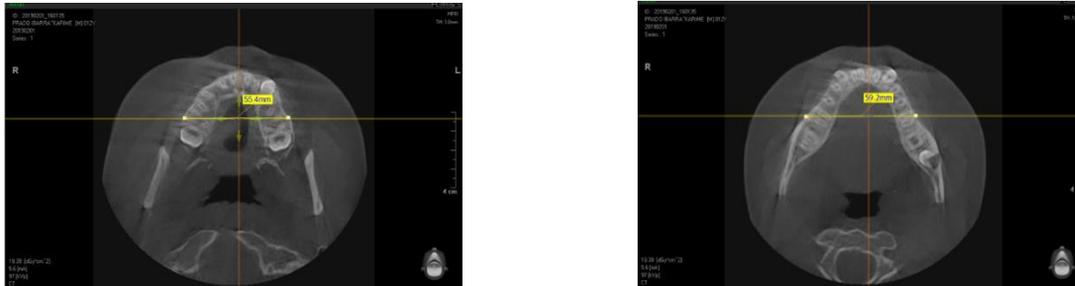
y 6 Medida trasversal maxilar y mandibular en cortes axiales para realizar el análisis de Pensilvania con estas dos medidas es posible comparar la medida maxilar contra la mandibular. Imágenes obtenidas del análisis de las CBCTS del archivo de posgrado UAS.
